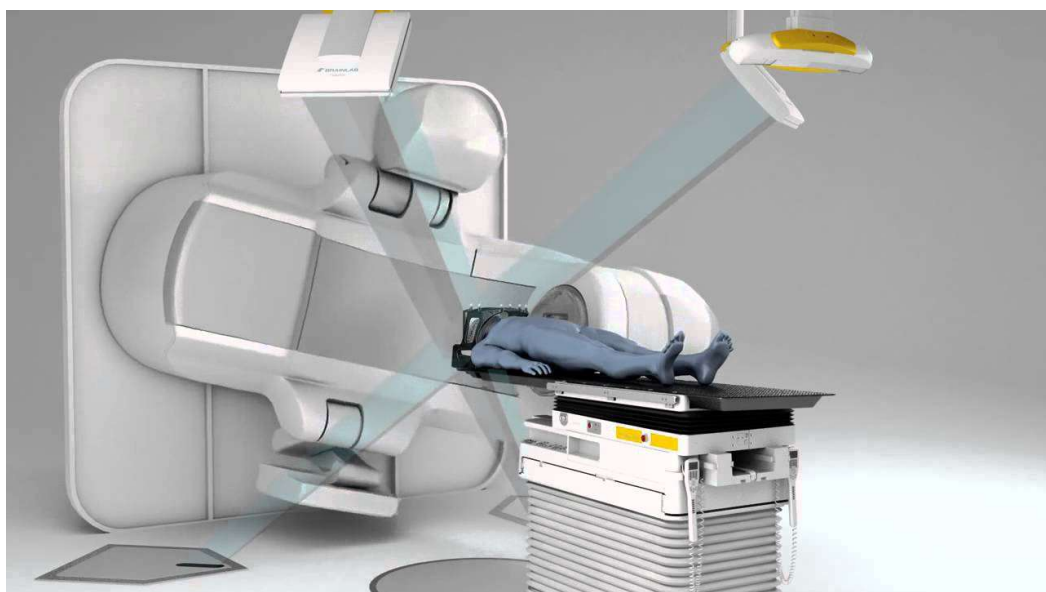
I due tubi radiografici sono posizionati a pavimento, questi fanno parte del sistema di imaging a raggi X kV
